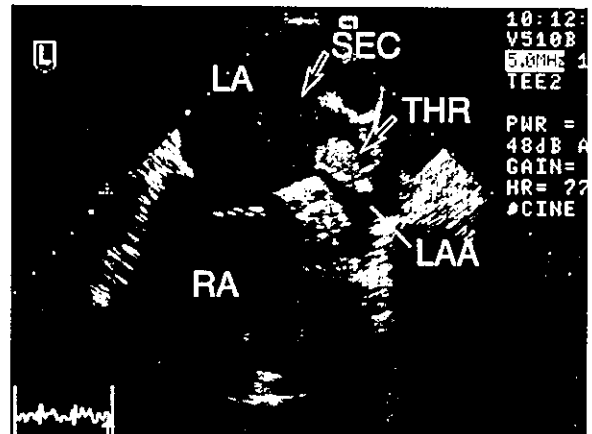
脳塞栓症を生じた心房細動例の経食道心エコーBモード断層図
